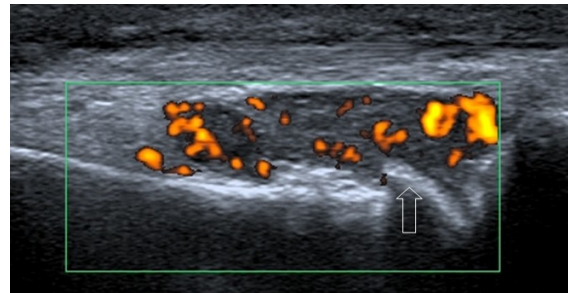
Synovite articulaire de la 1^{ère} MTP dans le cadre d'un hallux valgus douloureux. La coupe sagittale échographique montre l'ostéophytose de la tête métatarsienne (flèche) et l'hypertrophie synoviale hyperhémée en mode Doppler
